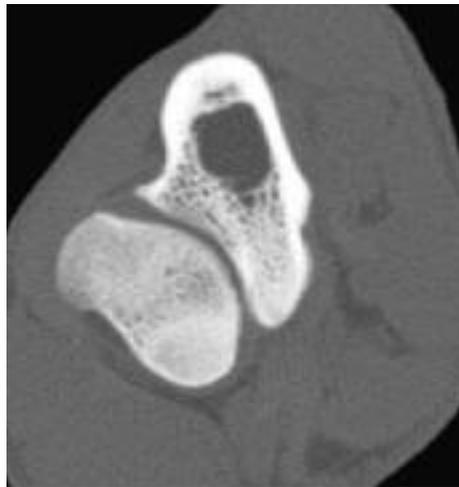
b: CT Querschnitt durch das Ellbogengelenk aus Abbildung 3a: Der innere Kronfortsatz zeigt kein Fragment sondern eine gleichmäßige Knochenstruktur. Mit Hilfe der Mikroskopie soll geklärt werden, ob es sich um einen normalen oder abweichenden Befund handelt, den die CT nicht detektieren konnte.
